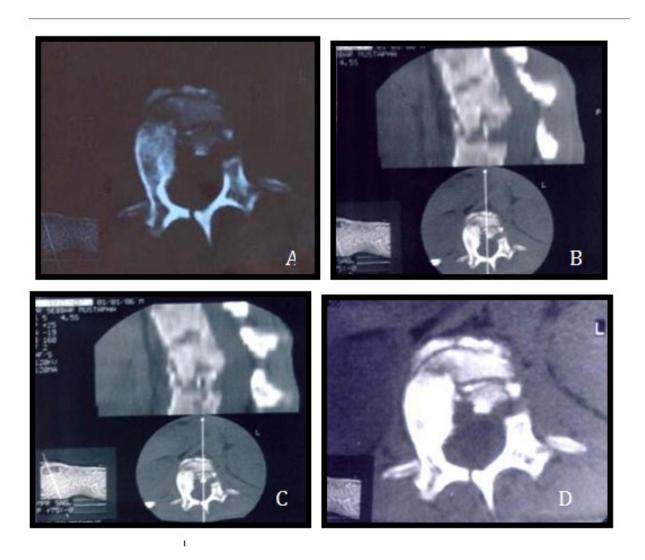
TDM de contrôle postopératoire montrant une fusion intersomatique avec consolidation du griffon.
